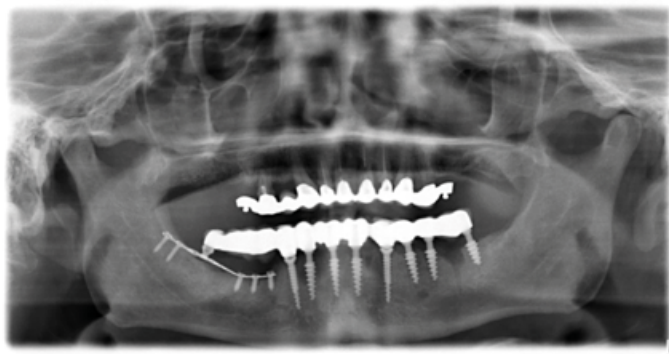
Radiographie panoramique à la fin du traitement.
